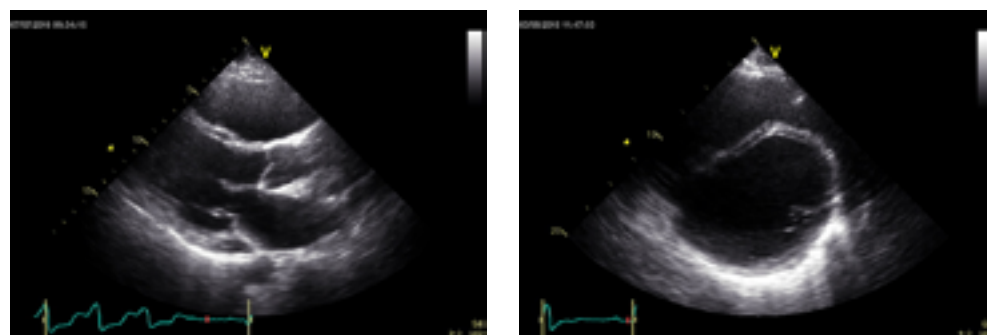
Imagini ecografice de la 2 pacienți cu disfuncție ventriculară dreaptă. A. Imagine parasternală ax lung. B imagine parasternală ax scurt. Se observă aplatizarea septului interventricular spre ventriculul stâng în sistolă și diastolă. De asemenea VS este de dimensiuni crescute, insuficiența ventriculară dreaptă impunând adesea scăderea vitezei rotorului pentru a nu suprasolicita VD prin presarcină și astfel determină o scădere a suportului LVAD pentru VS.
